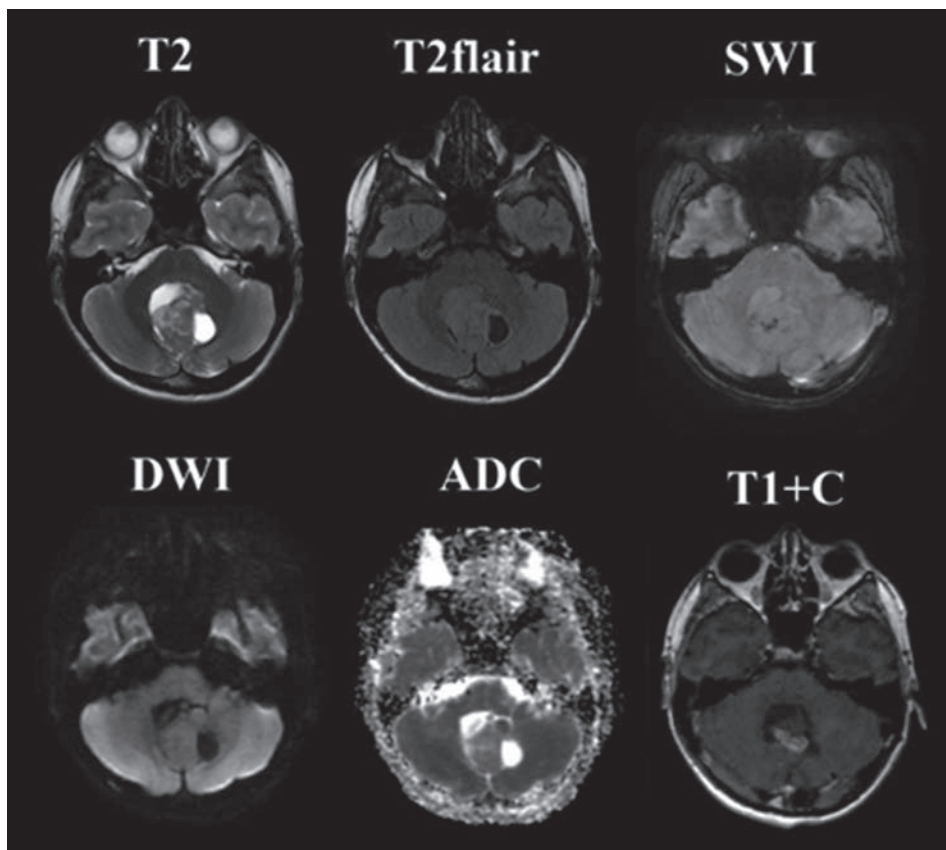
МРТ головного мозга пациента с пилоцитарной астроцитомой, аксиальные изображения. Опухоль в черве мозжечка, солидная опухоль с кистами, с неоднородным содержимым из-за белковой примеси, с равномерным накоплением контрастного препарата от солидной части, без ограничения диффузии и развитой внутриопухолевой сети сосудов
